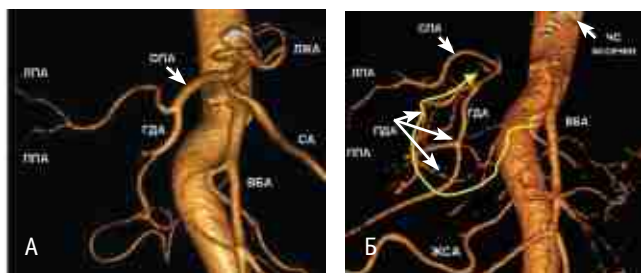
Компьютерная томограмма в режиме трехмерной реконструкции. *Фото авторов.*
